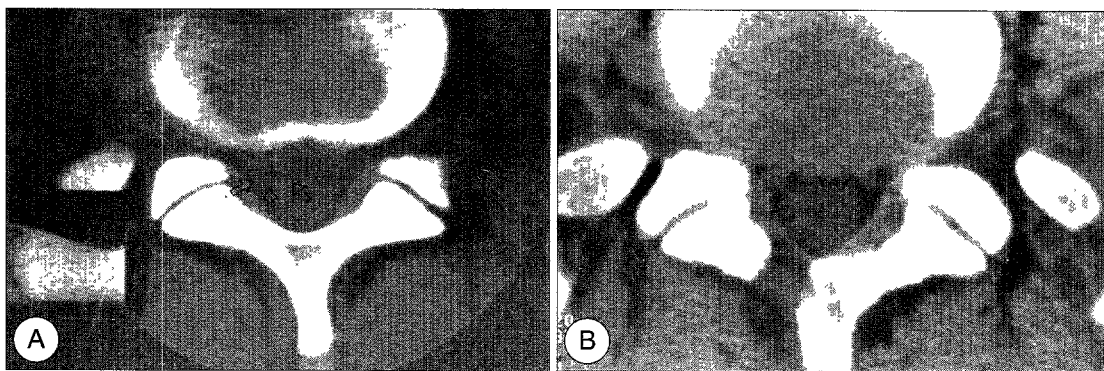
A : Pre-operative lumbar CT, showing right-sided disc herniation(arrow) at L5/S1 level. B : Lumbar CT, 3 months postoperatively, showing a hemilaminotomy and a thinned ligamentum flavum. Note that the fat layer beneath the yellow ligament was well preserved.
